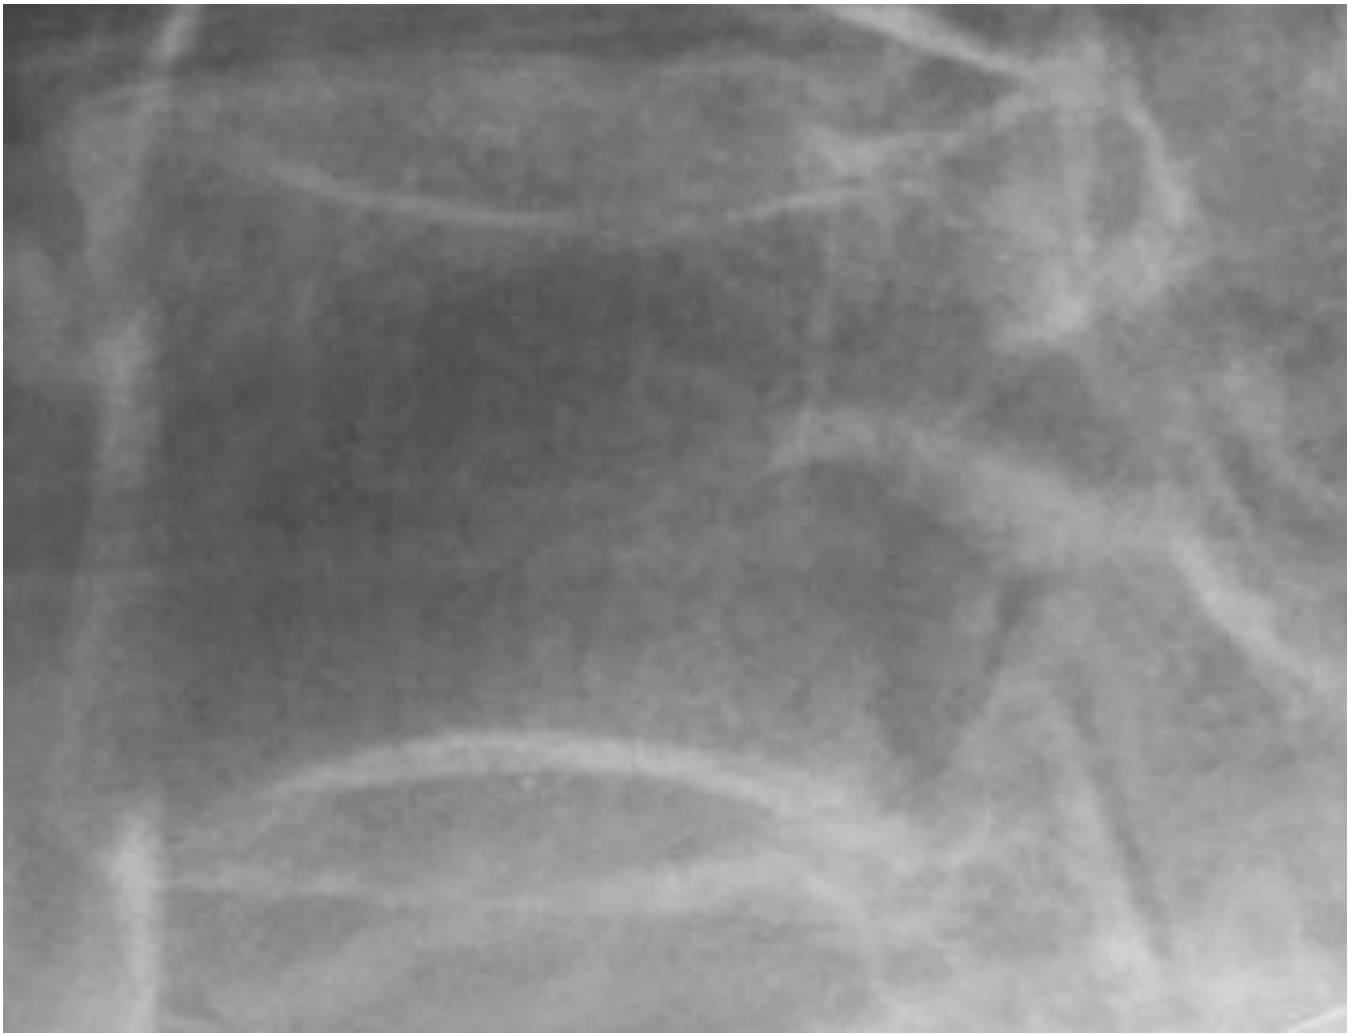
Radiografía simple de columna lumbar en proyección sagital, magnificada, de varón de 69 años, donde se evidencia una clara disminución de la densidad de los cuerpos vertebrales, haciéndose más manifiesta la cortical (signo de picture framing o empty box). Nótese la persistencia de las trabéculas verticales, dado que la pérdida inicial de masa ósea es a expensas fundamentalmente de las trabéculas horizontales
